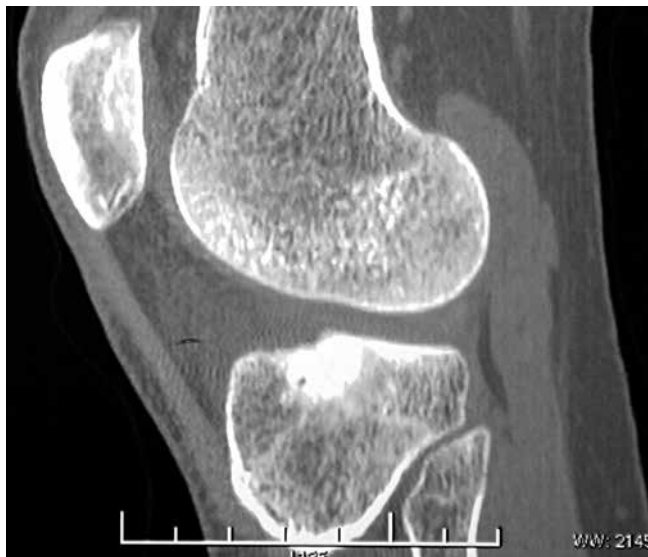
Компьютерная томограмма, боковая проекция. Та же пациентка. Эпифизарное поражение большеберцовой кости с нечеткими контурами
